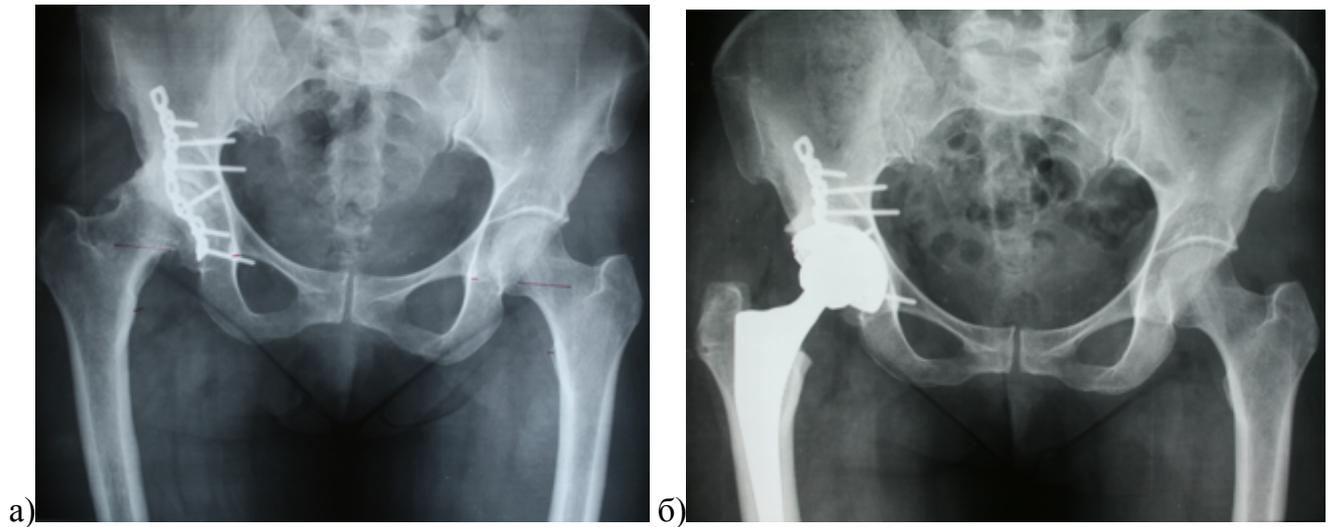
Рентгенограммы таза пациентки 42 лет с последствиями перелома правой вертлужной впадины: а) на рентгенограмме таза определяется укорочение правой нижней конечности за счет снижения высоты головки и ее грибовидной деформации (разрыв линии Шентона справа составляет 0,7 см), кольцо вертлужной впадины восстановлено; б) выполнено бесцементное тотальное ЭП правого ТБС с установкой вертлужного компонента в анатомическую позицию и дополнительной фиксацией двумя винтами, достигнуто выравнивание длины конечностей
